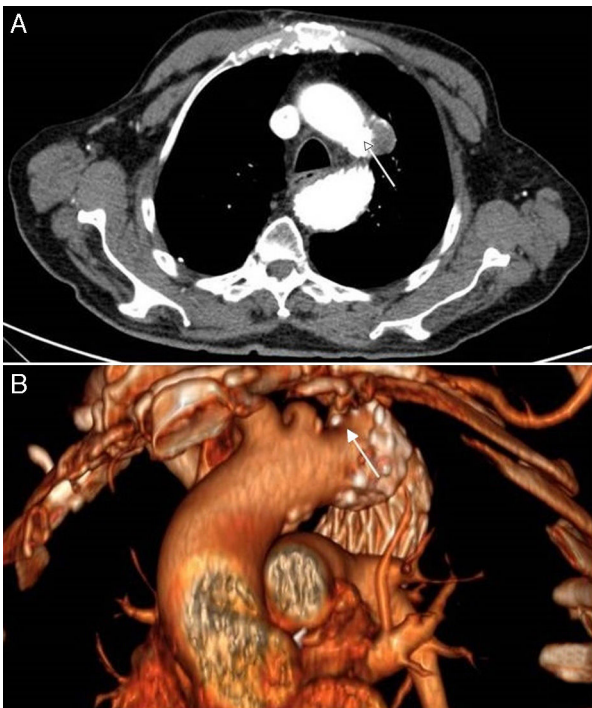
Angio-TAC con corte axial (A) y su reconstrucción en 3D (B), que muestra disminución del tamaño de la úlcera penetrante con disminución de diámetro máximo a 20 mm, sin evidenciarse endofugas.
